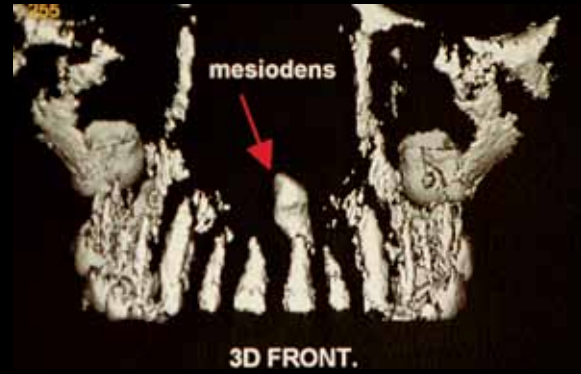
TC che evidenzia l'esatta morfologia e posizione dell'incluso.
